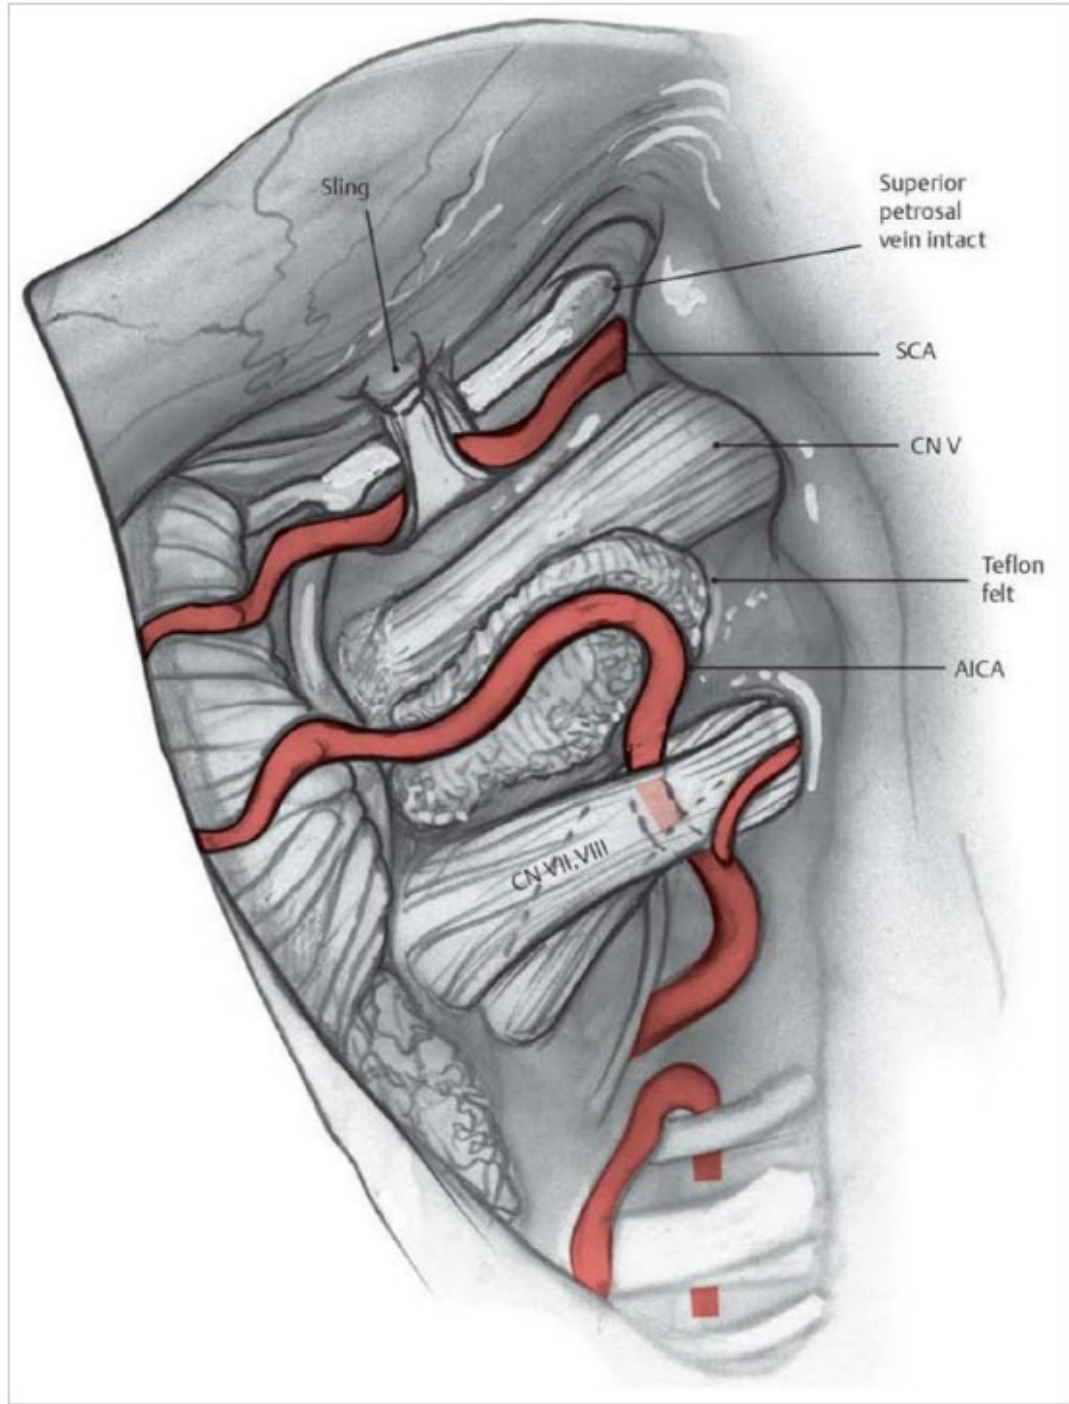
Decompression of the trigeminal nerve by wedging shredded Teflon or hydroxylated polyvinyl acetal sponge (Ivalon™, Fabco Inc., Old Mystic, CT) between the vessel (AICA) and the nerve. The alternative is to use a fascial sling or arachnoid membrane to hitch the vessel (SCA) to the tentorium. The offending superior cerebellar artery is transposed superomedially with a sling sutured to the tentorium. SCA, superior cerebellar artery; AICA, anterior inferior cerebellar artery; CN, cranial nerve.
